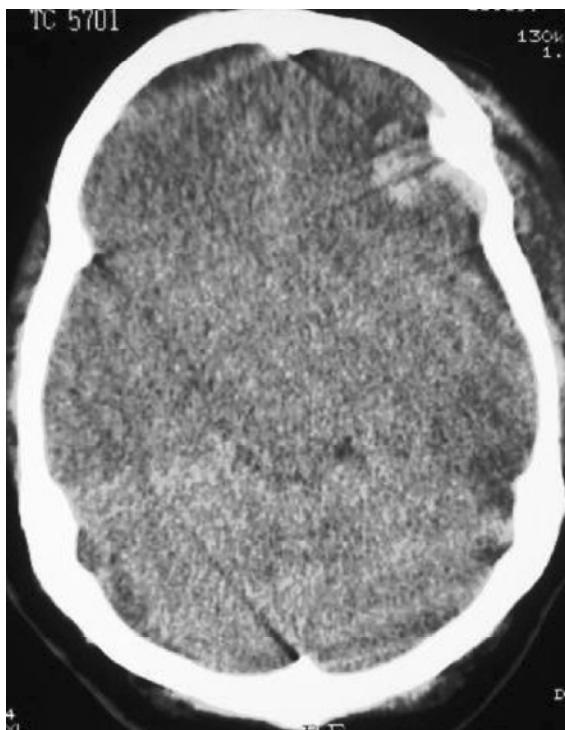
TC con imágenes hiperdensas por contusión hemorrágica y edema cerebral difuso severo que impide ver ventrículos y cisternas.
